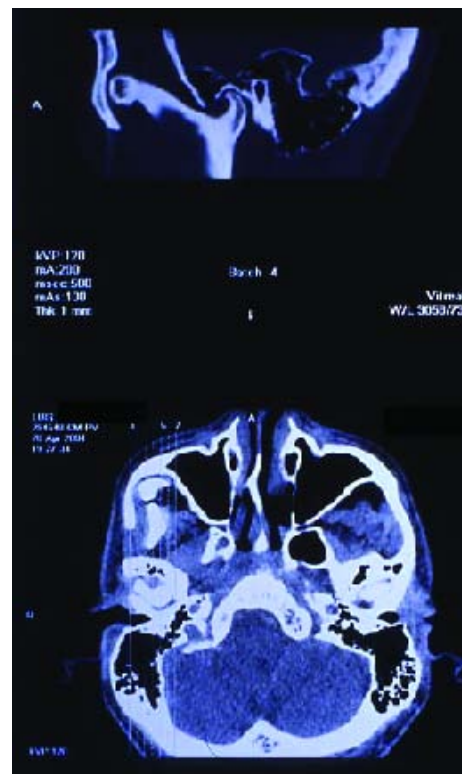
TC apófise coronoide
